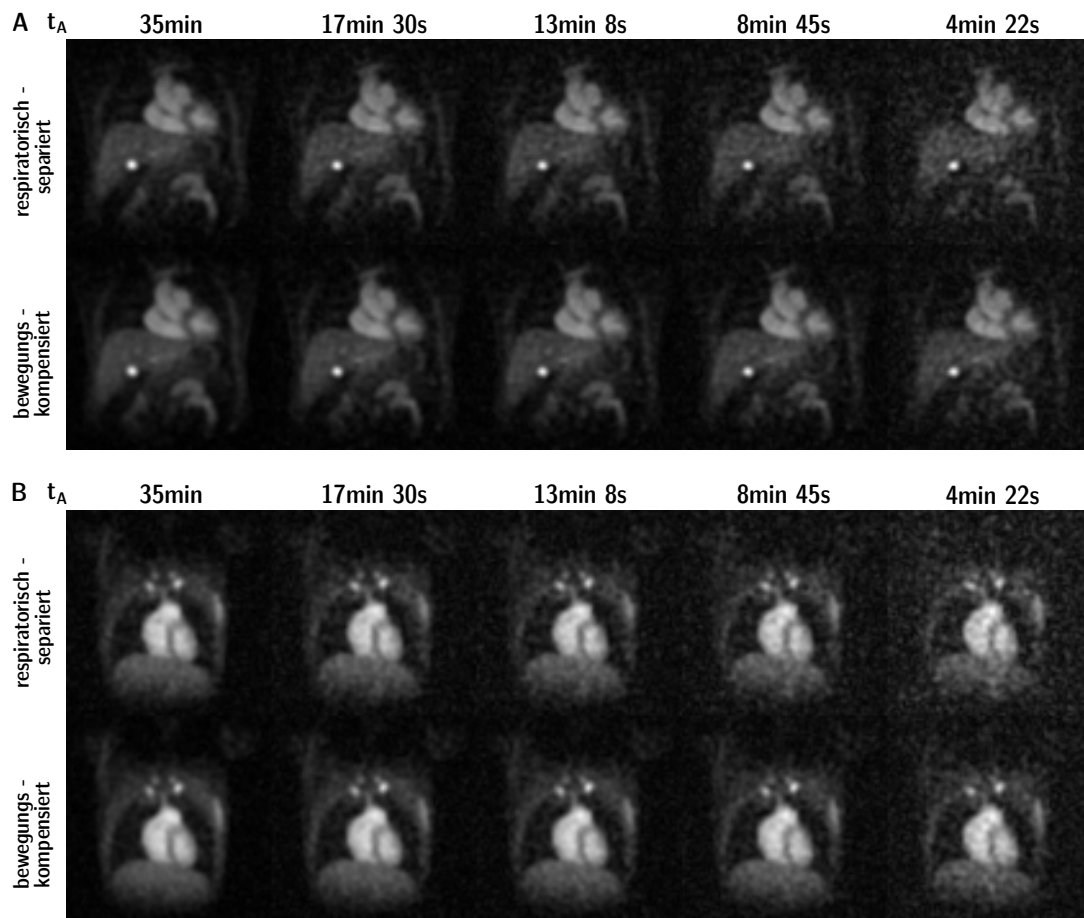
Respiratorisch-separierte (oben) und bewegungskompensierte (unten) kardiale *in-vivo* ^{23}Na -MRT-Rekonstruktionen bei abnehmender Aufnahmezeit von Proband 1 (A) und 3 (B). Mit steigender Akquisitionszeit und steigender Anzahl an Projektionen steigt das SNR, so dass die sortierten Rekonstruktionen aufgrund der Projektionszahl den bewegungskompensierten Bildern der halben Messzeit entsprechen.
